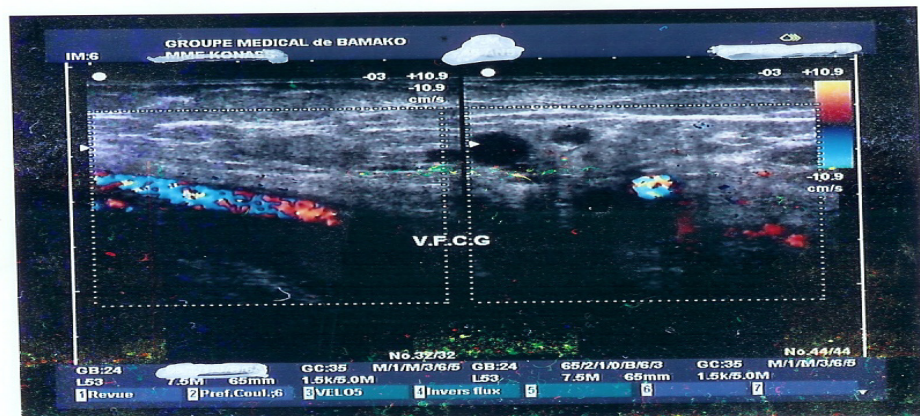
Echo doppler veineux du membre inférieur gauche. Dilatation de la veine fémorale commune gauche sans imprégnation couleur sur les incidences transverse et longitudinale
